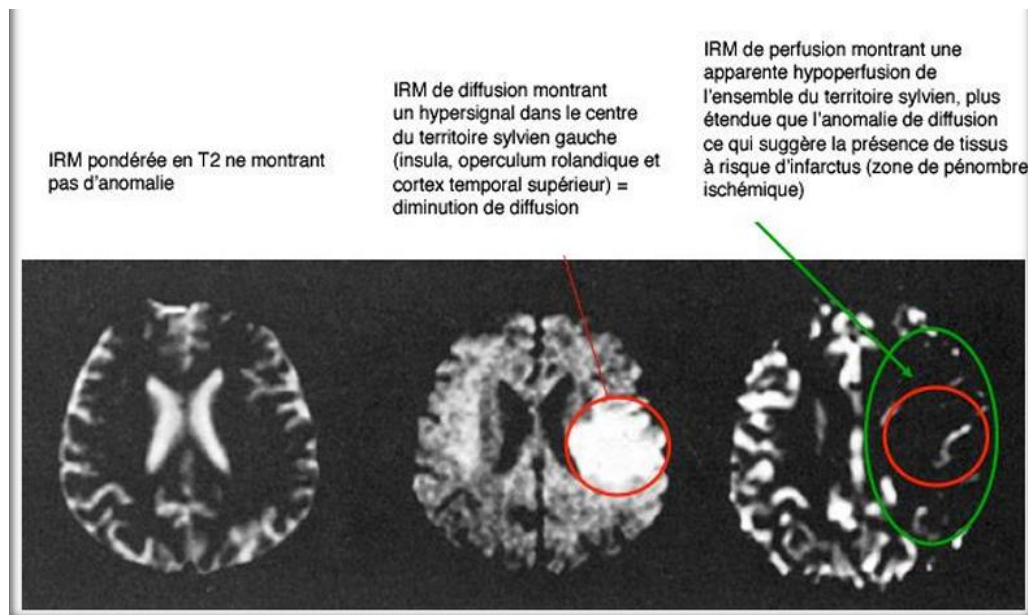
Les Accidents Vasculaires Cérébraux à L'IRM [35]
